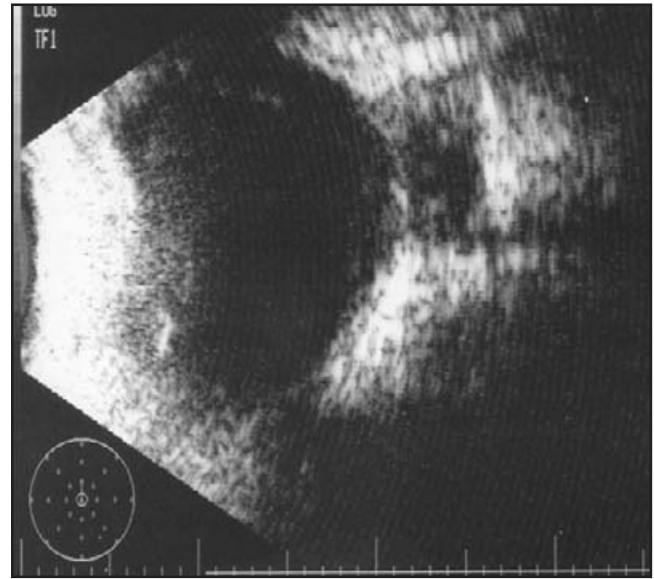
Ultrasonido modo B en que se observa una imagen hipoeicoica correspondiente al defecto escleral adyacente a la papila.
